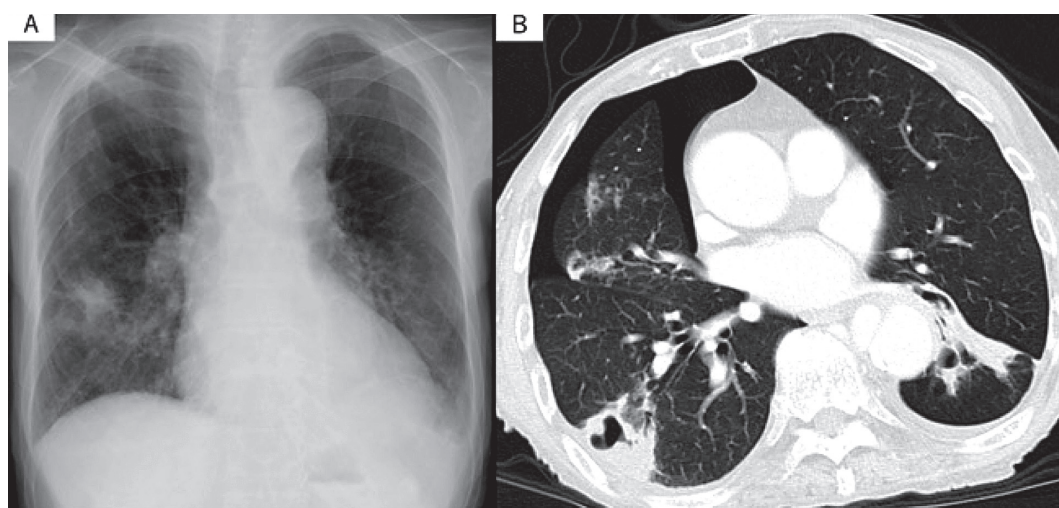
In October 2010, chest radiograph of case 1 showed consolidation in the right middle lung field and right pneumothorax (A). Chest CT showed right pneumothorax, cavitory consolidation and bronchiectasis in the right lower lobe, so NTM infection were suspected (B).
